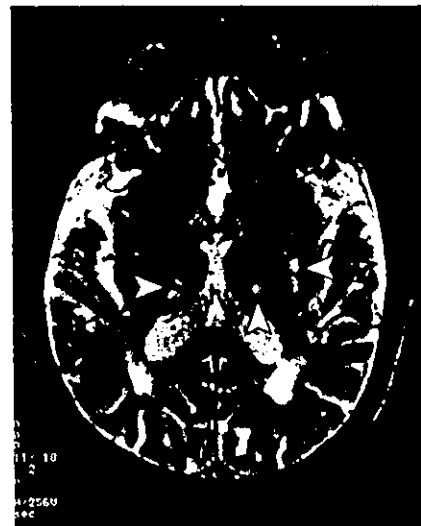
8 ラクナ梗塞のMRI T2強調画像
